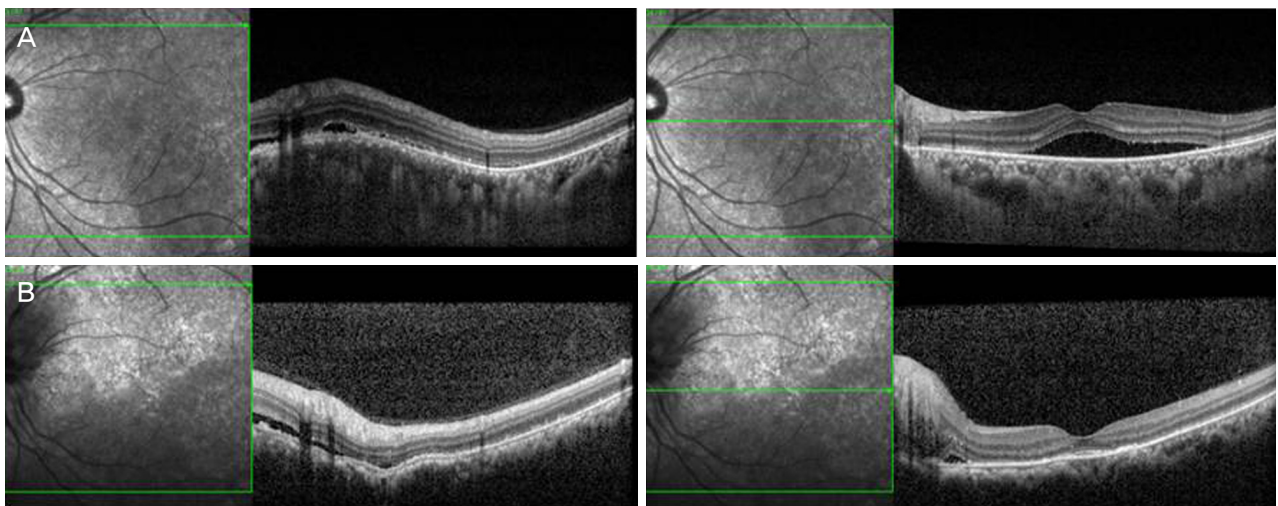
Optical coherence tomography after chemotherapy. (A) 1 month after chemotherapy. Choroidal mass and subretinal fluid (SRF) were improved (B) 13 month after chemotherapy. Choroidal mass and SRF were disappeared.
